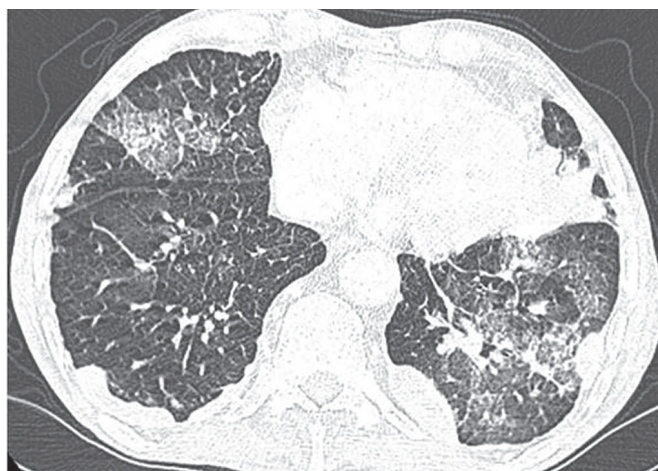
КТ органов грудной клетки от 23.04.2023. Данных за наличие свободной жидкости в плевральных полостях не получено.
